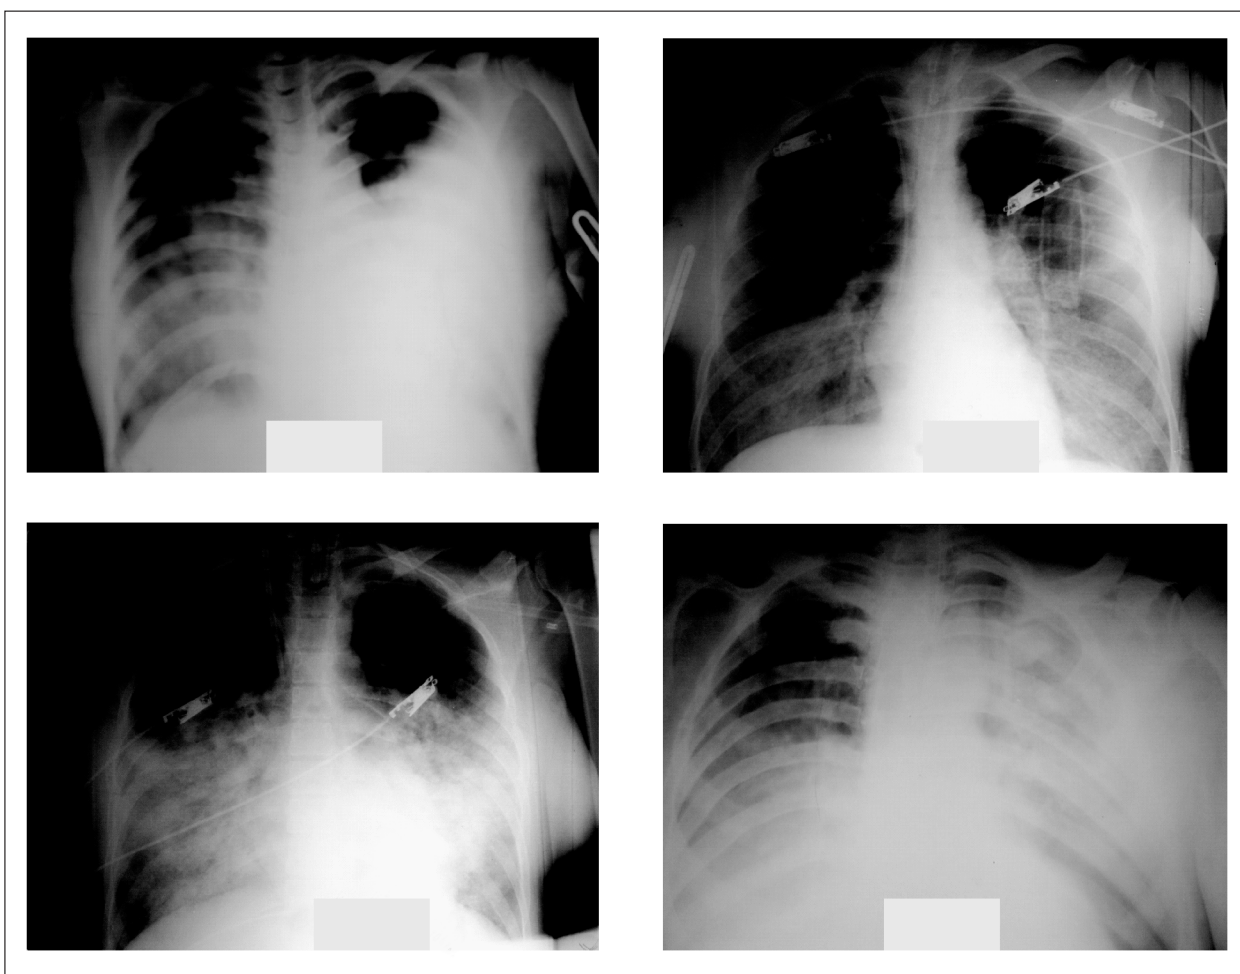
Характерная рентгенологическая картина у пациенток с вирусно-бактериальной пневмонией.
